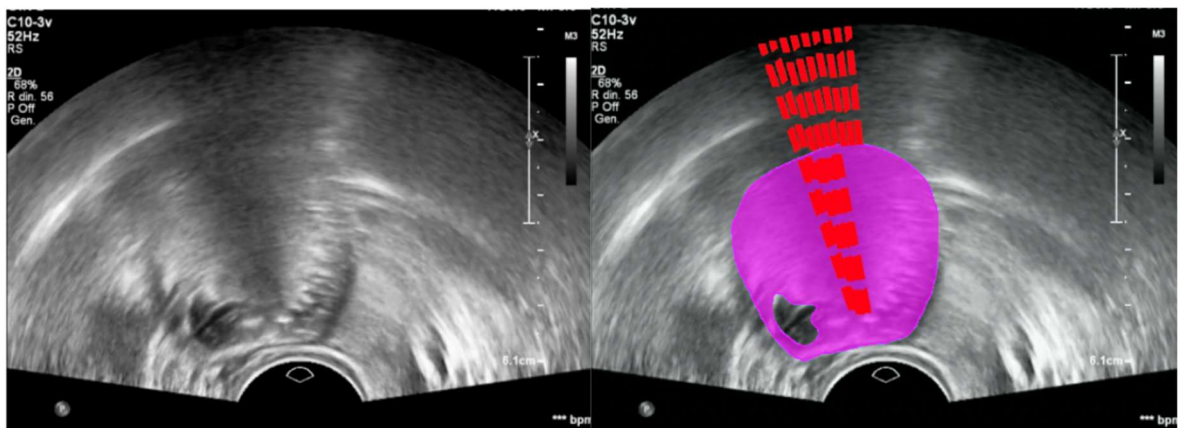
Immagine ecografica di un teratoma cistico maturo con riconoscimento della componente solida e delle ombre acustiche.
